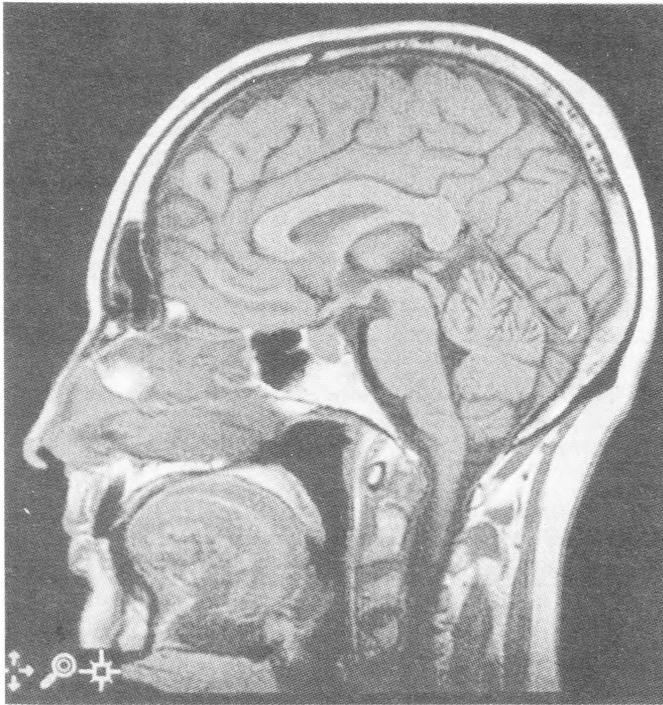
МРТ головного мозга больной С. до лечения. Image 1—4 (1997 г.).
